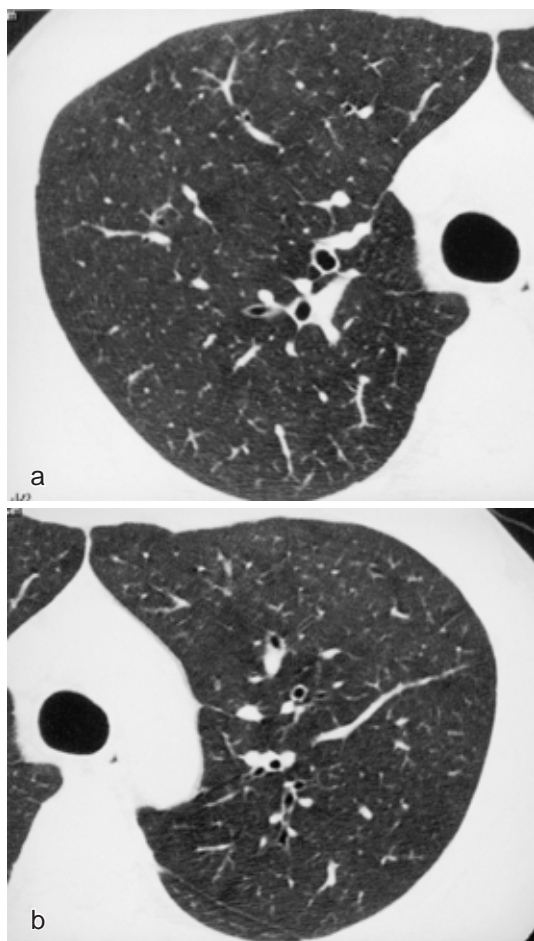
Chest HRCT findings 14 days after cessation of exposure to isocyanate, showing improvement of ground-glass attenuation in both lung fields.
